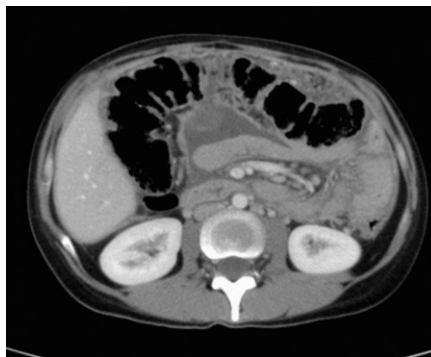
TC abdominal con contraste intravenoso, epigastrio.
